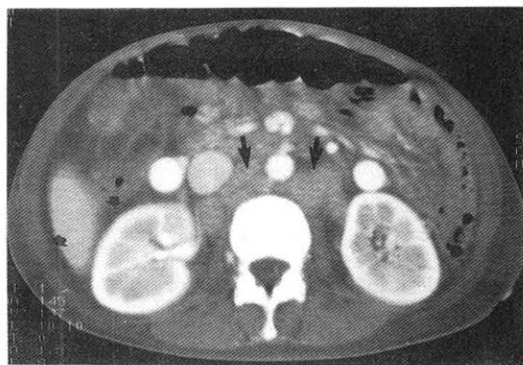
The abdomen CT shows aortocaval and para-aortic lymph node enlargement (large arrow) and ascites (small arrow) in paranephric area.
